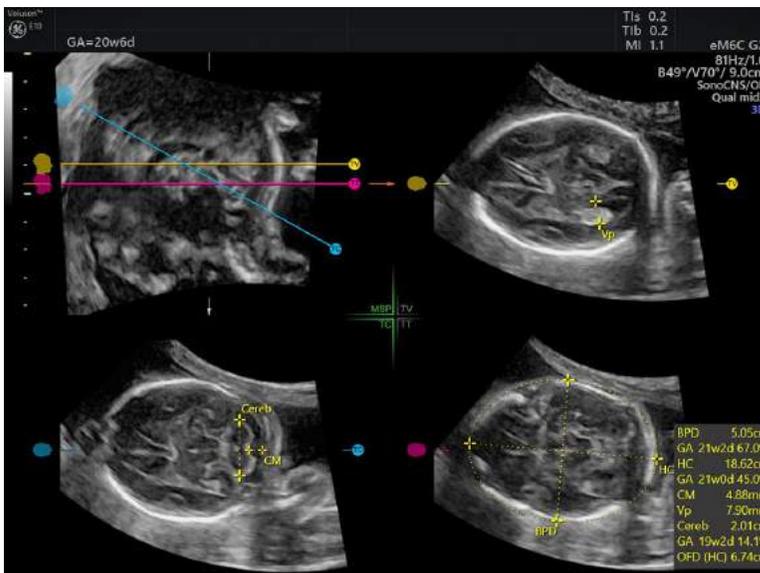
Imagen de SonoLyst que incorpora la tecnología AI de Ultrasonido Inteligente. GE HealthCare.
